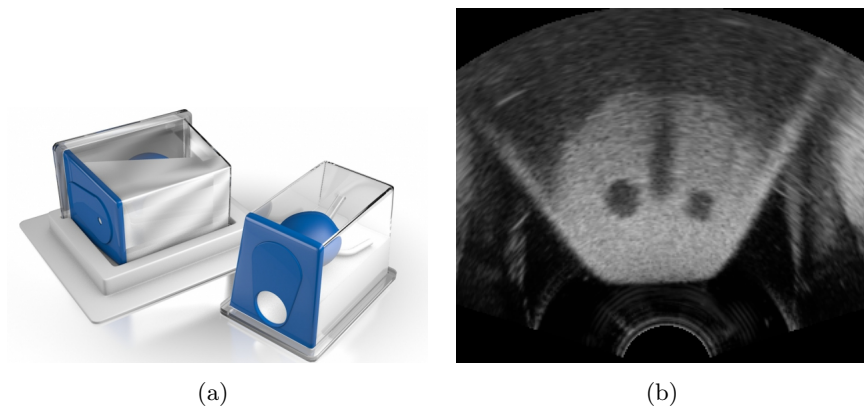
Fantôme CIRS<sup>®</sup>. (a) Image du fantôme, extraite de <http://www.cirsinc.com> (b) Image échographique du fantôme
